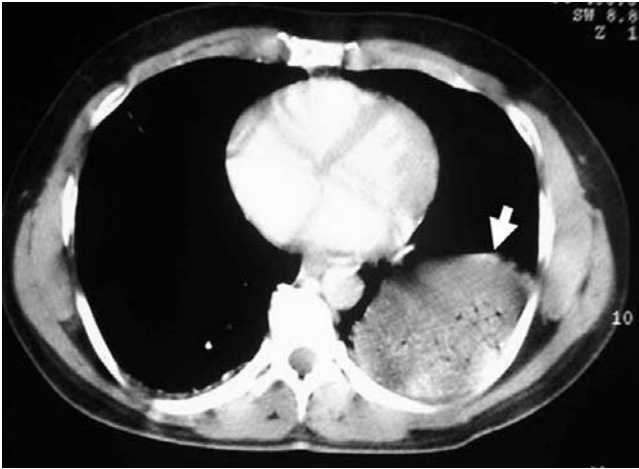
Tomografía computarizada correspondiente a uno de nuestros casos, en la que se aprecia herniación gástrica que ocupa el área basal posterior del hemitórax izquierdo (flecha blanca), que sugiere rotura diafragmática.
